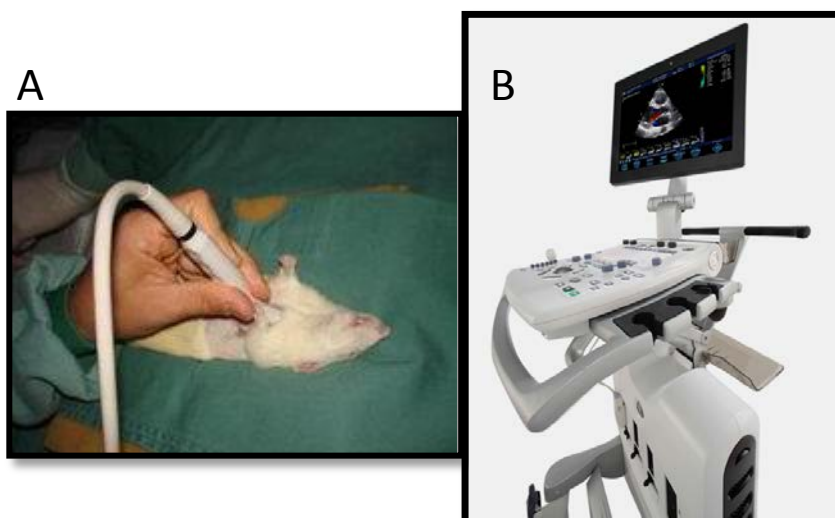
Ecocardiograma na região do tórax dos animais (A); Ecocardiógrafo utilizado para as análises (General Electric Medical Systems - modelo S6) (B).
